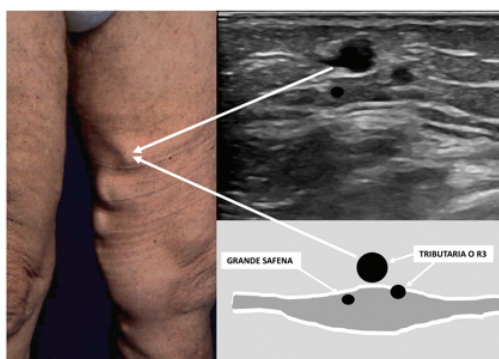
Sinistra: immagine clinica della cosiddetta safena varicosa. Destra: l'ecografia vascolare B-mode ad alta risoluzione dimostra che si tratta di una tributaria safenica posta appena più superficialmente rispetto alla safena. La safena è di area di sezione normale perché continente, mentre il ramo tributario R3 è ectasico perché refluento. Paradossalmente corre pochi millimetri sopra la safena dando l'impressione clinica della grande safena varicosa.
